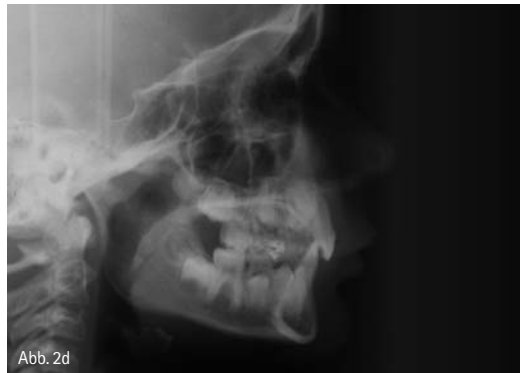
Dieselbe Patientin aus Abbildung 2b, Fernröntgenseitbild. Man erkennt die tiefe Frontverzahnung und die steil stehende HWS.
